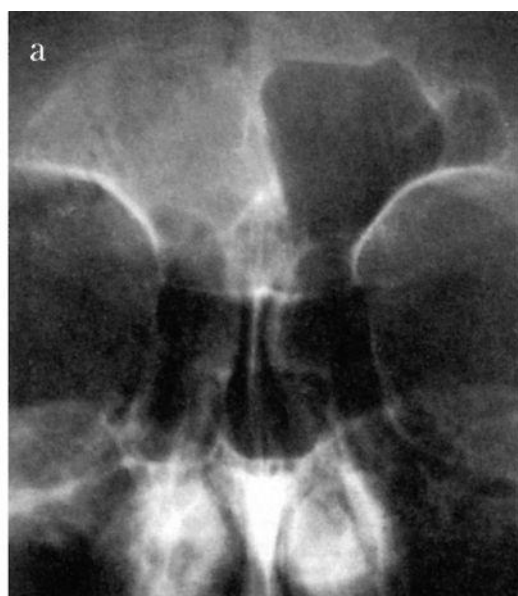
Гнойный правосторонний фронтит: а - обзорная рентгенограмма; б - компьютерная томограмма. Стрелками обозначено гомогенное затемнение лобной пазухи
